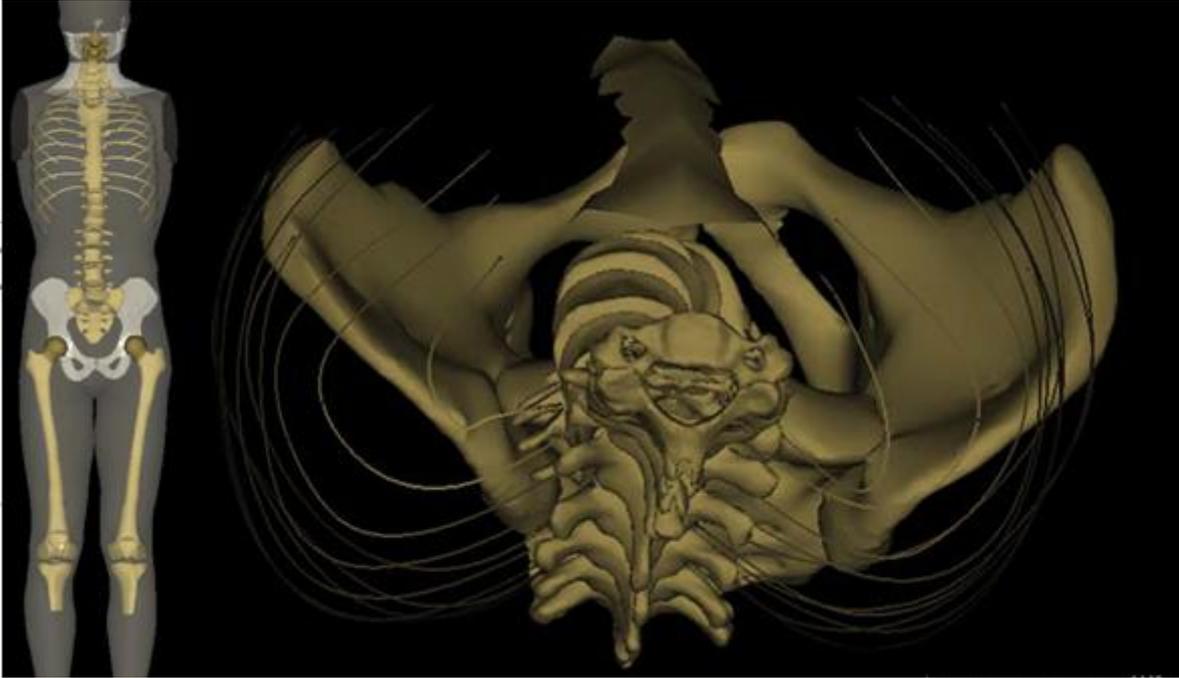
Système radiographique EOS (57)
